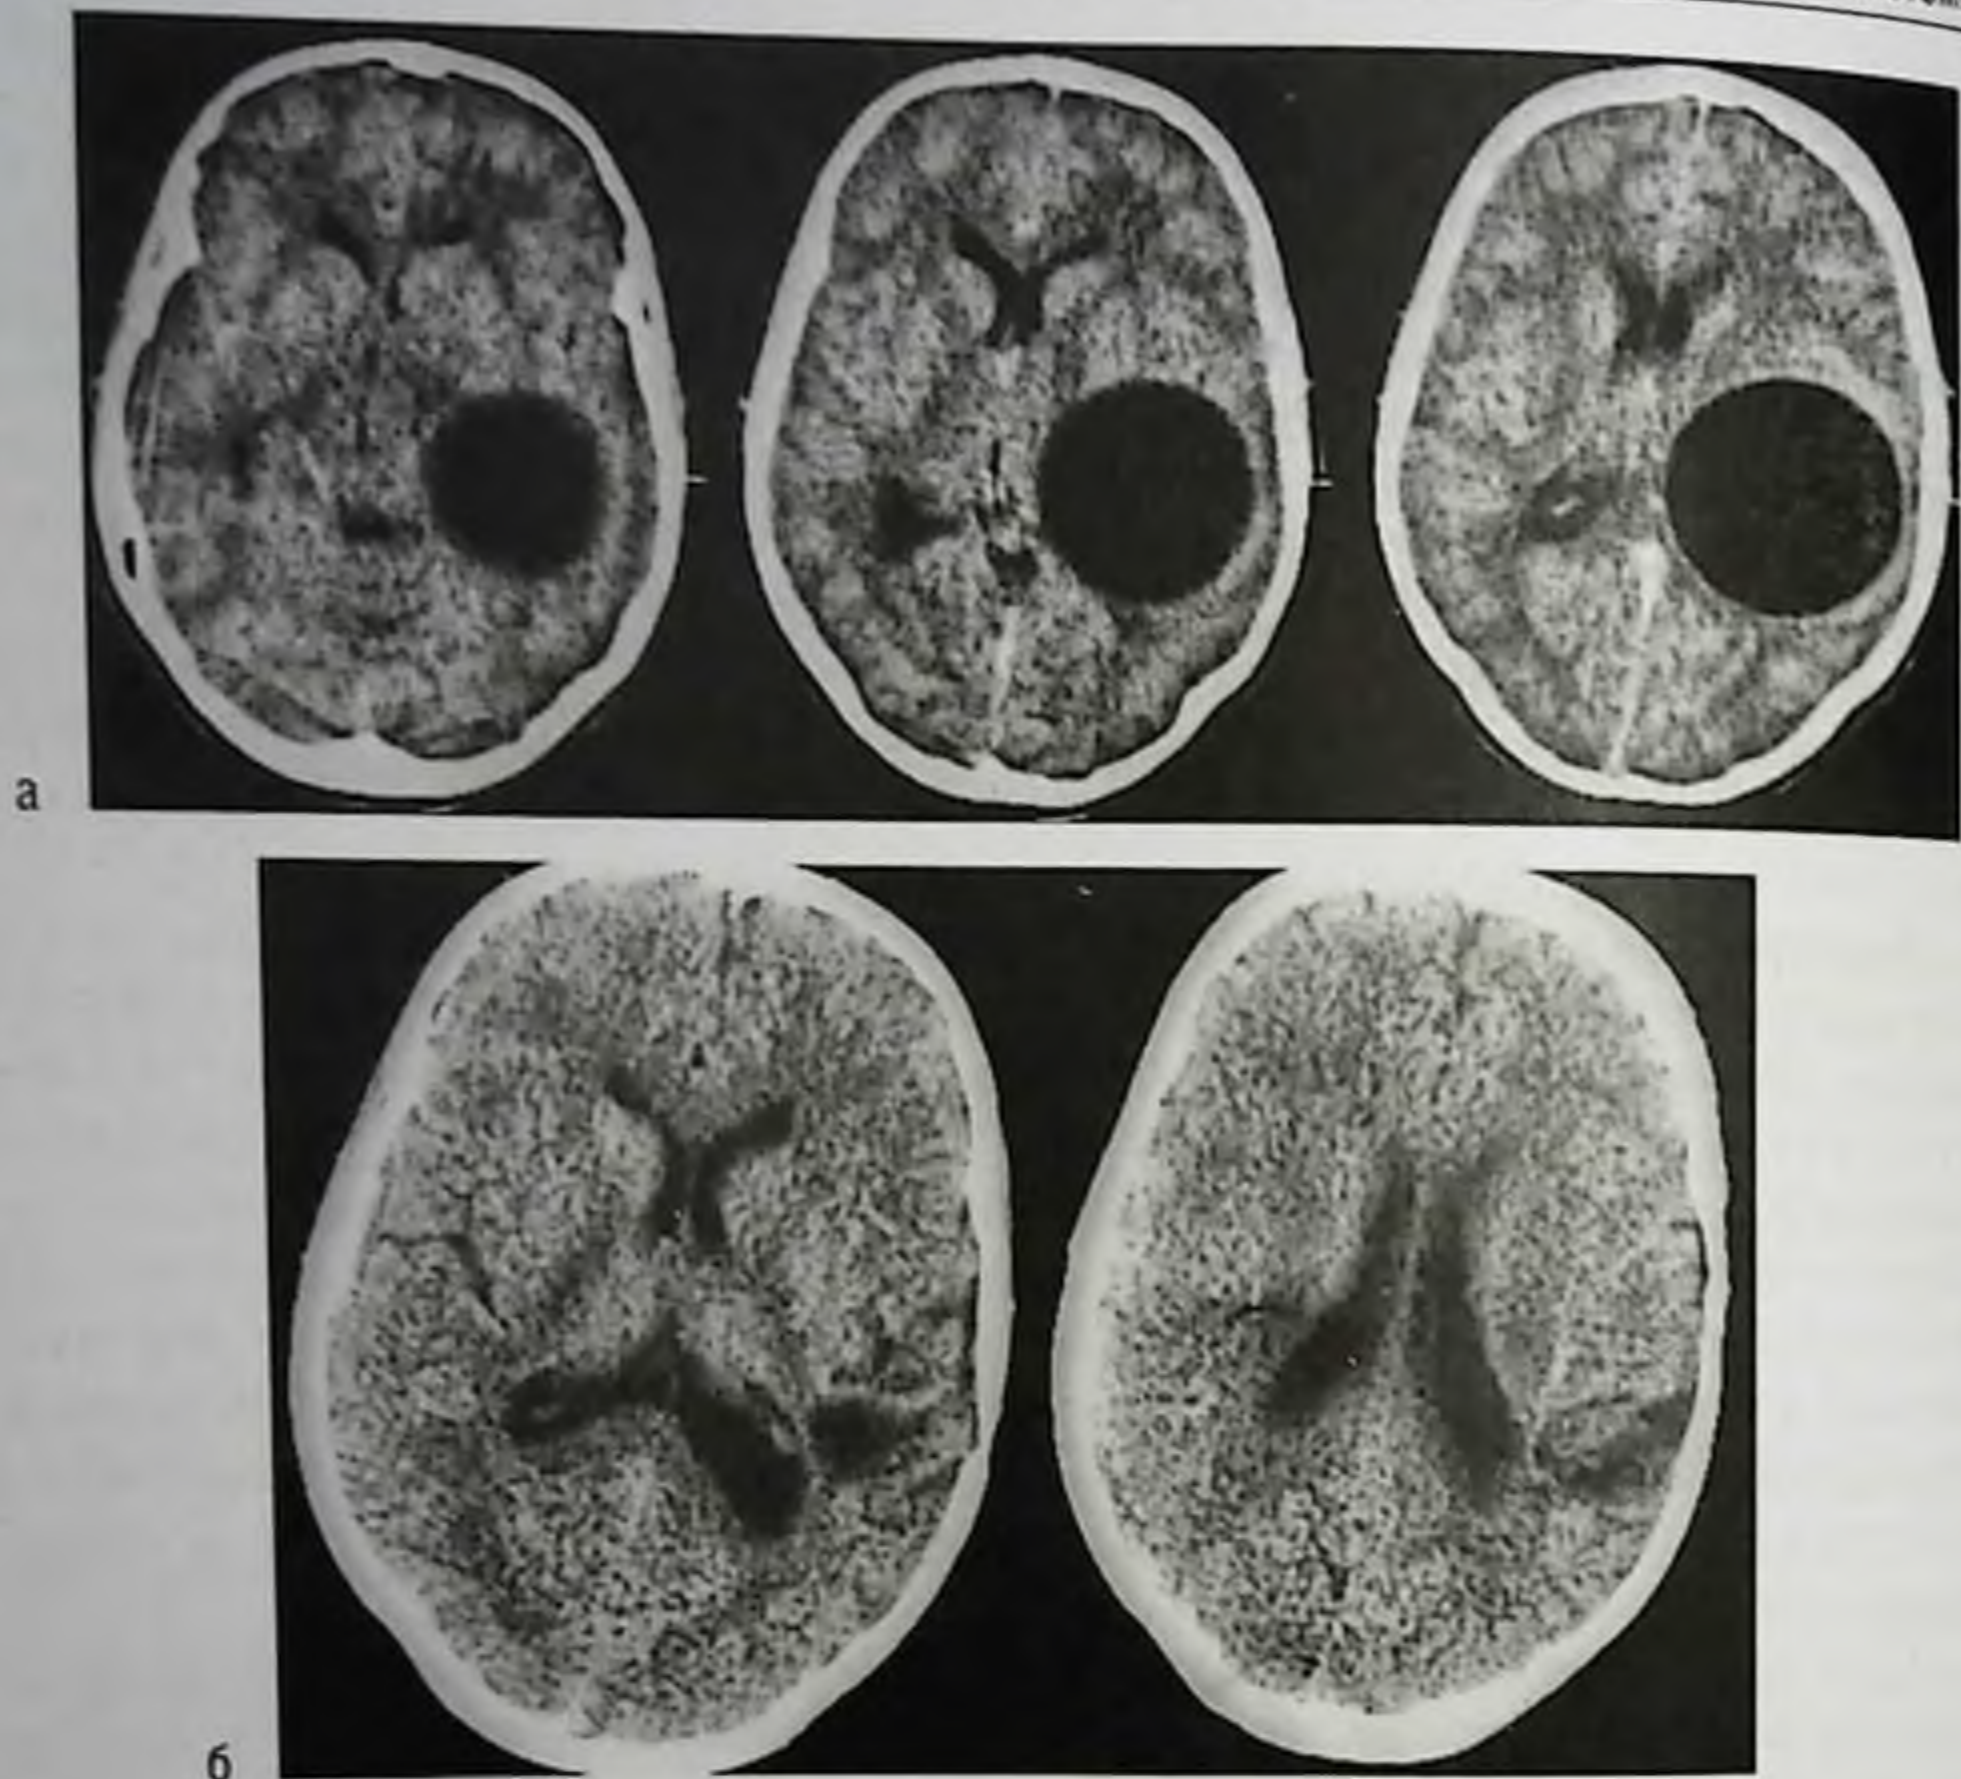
Эхинококк левой теменной области. Компьютерная томограмма: а — до операции; б — после операции; видны минимальные послеоперационные изменения
